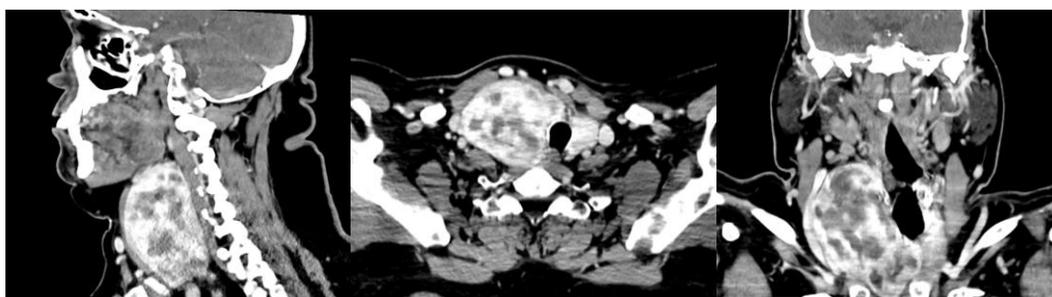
Imagens de TC revelaram bócio mergulhante condicionando desvio esquerdo e redução do lúmen da traqueia.
